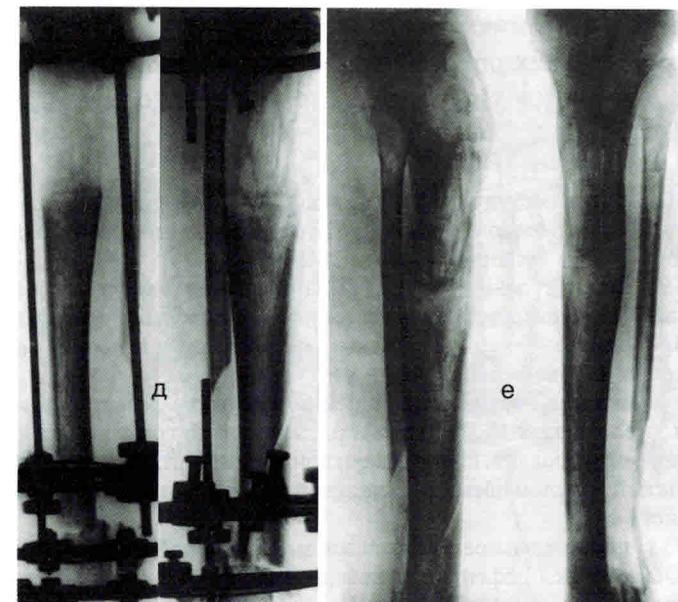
Рентгенограммы левой голени больного Г. (продолжение)
